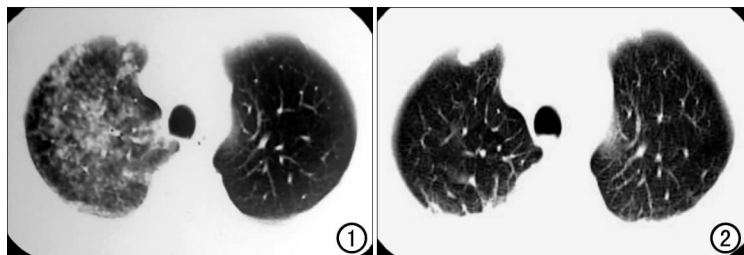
CT示右肺斑片状及大片状模糊影,密度浅淡, 图2 3天后复查CT,示右肺病灶明显吸收好转,边界不清。
